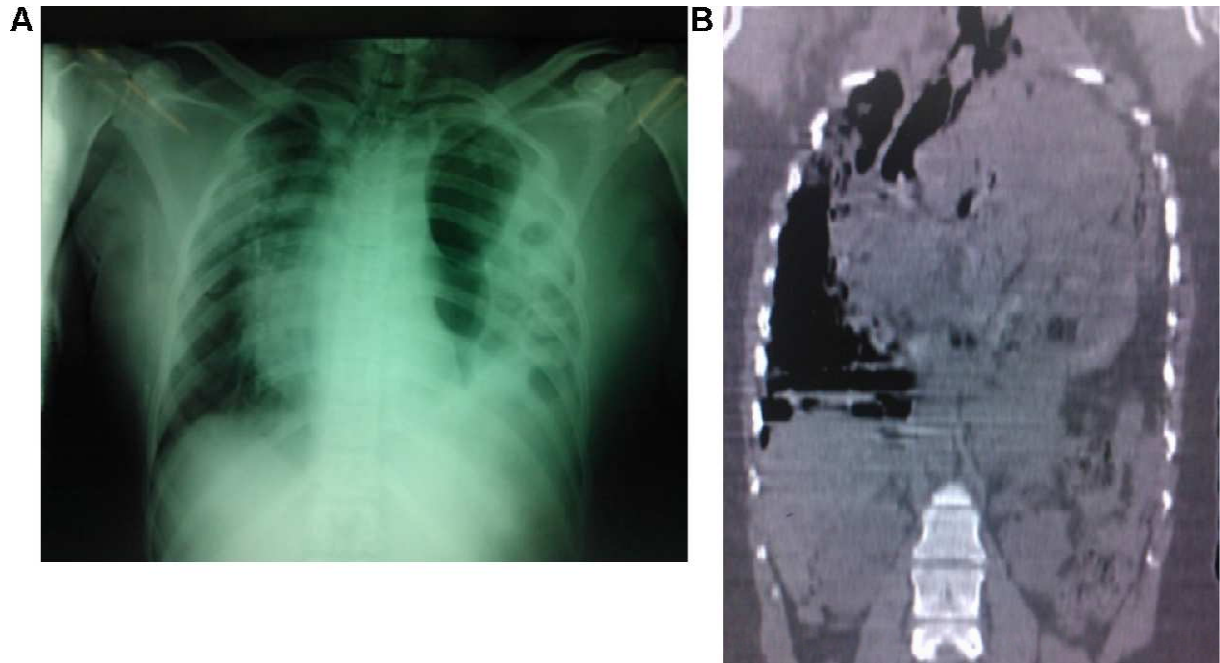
aspects radiologiques. A. Radiographie standard :structures aériques intrathoracique avec déviation du médiastin. Noter la déviation de la trachée et du bloc cardiaque. B. Aspect scannographique [25].
